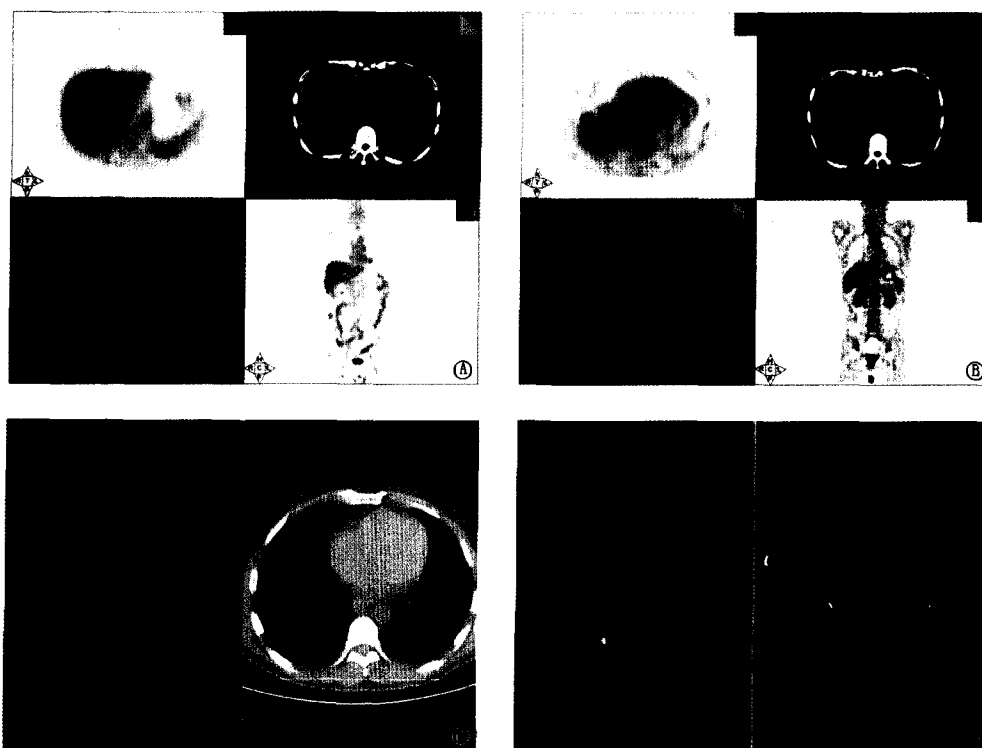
肝癌肝移植术后 ^{18}F -FDG PET/CT 影像
